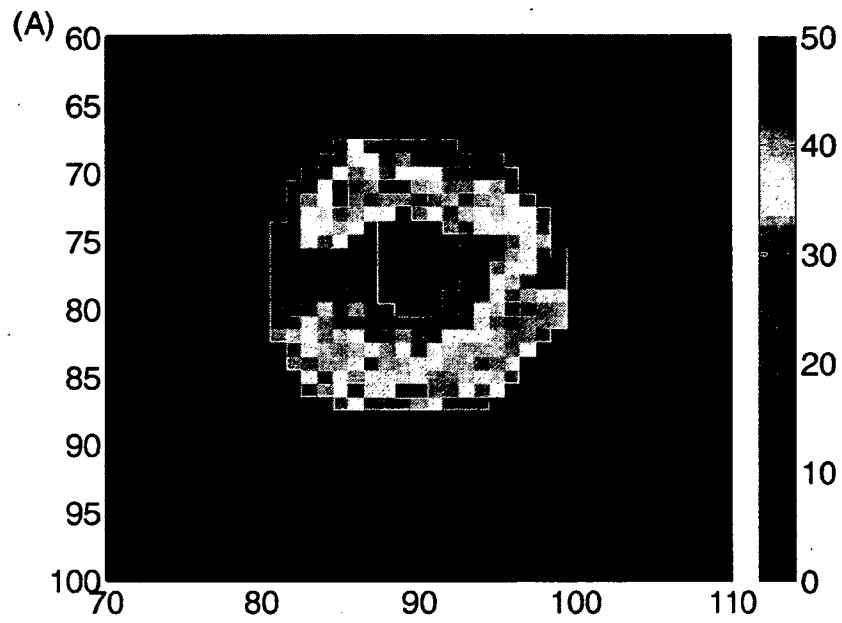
Parametric MMRG image. Images are resized directly in units of glucose metabolism (μ mole/100g/min). (A) Parametric MMRG image computed with extracted IF and extracted tissue TAC. (B) Parametric MMRG image computed with extracted IF and uncorrected tissue TAC.
